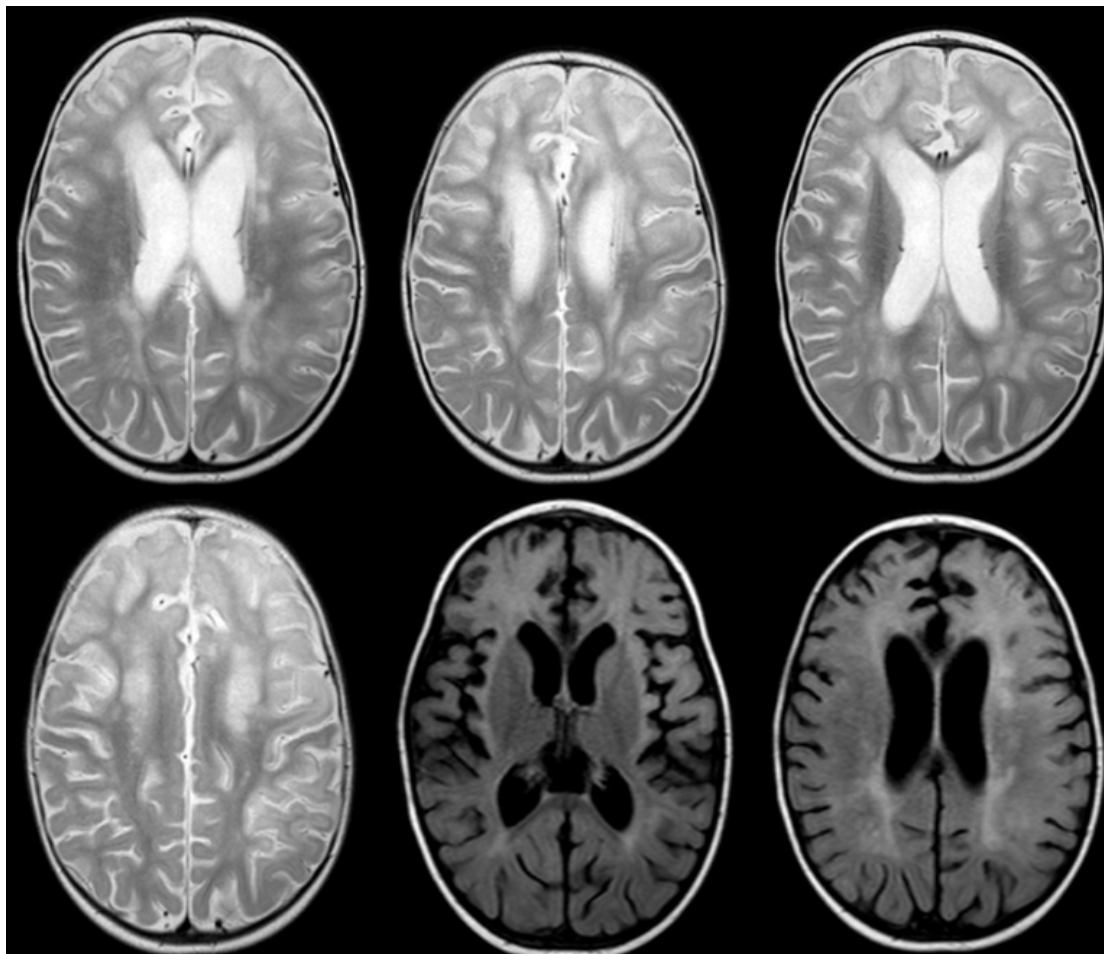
/ Fig. 1. МРТ дитини з мітохондріальним захворюванням, викликаним мутаціями гена POLG / MRI of a child with mitochondrial disease caused by mutations in the POLG gene.
